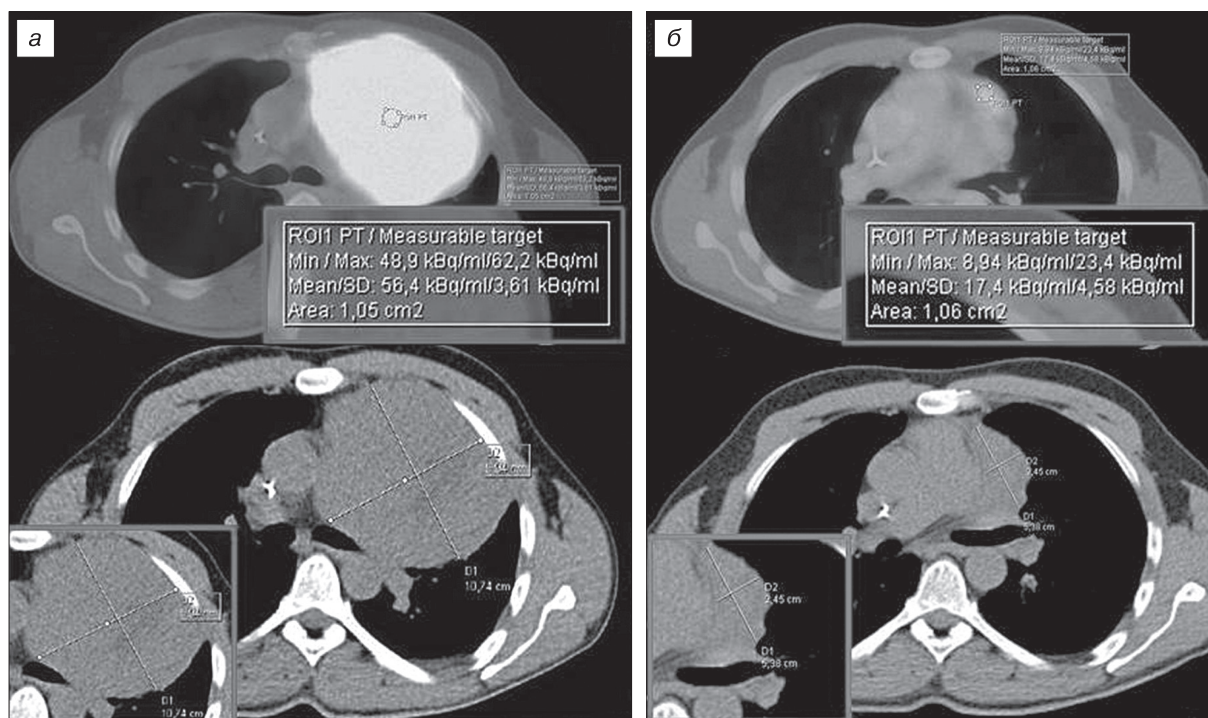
ПЭТ/КТ у пациента с В-клеточной лимфомой до (а) и после (б) лечения.
